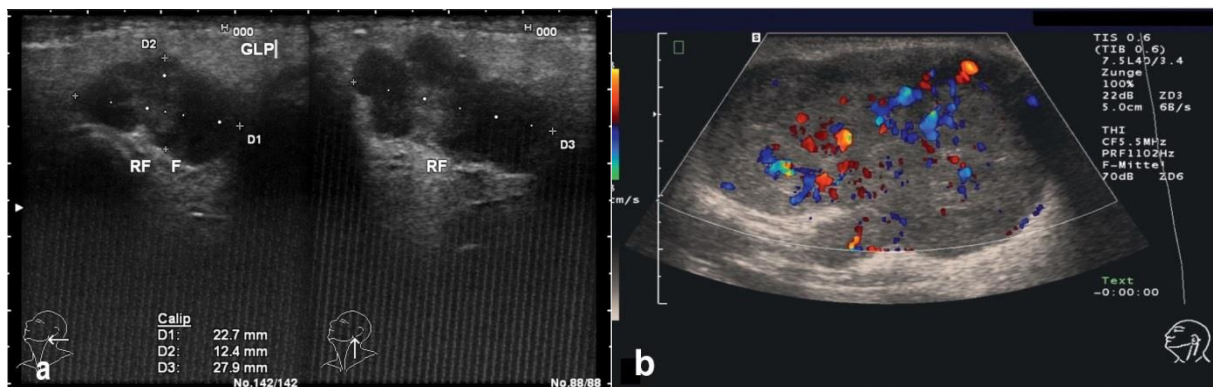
a-b: Sonographisches Bild gutartiger Tumore: a Warthin-Tumor b pleomorphes Adenom
